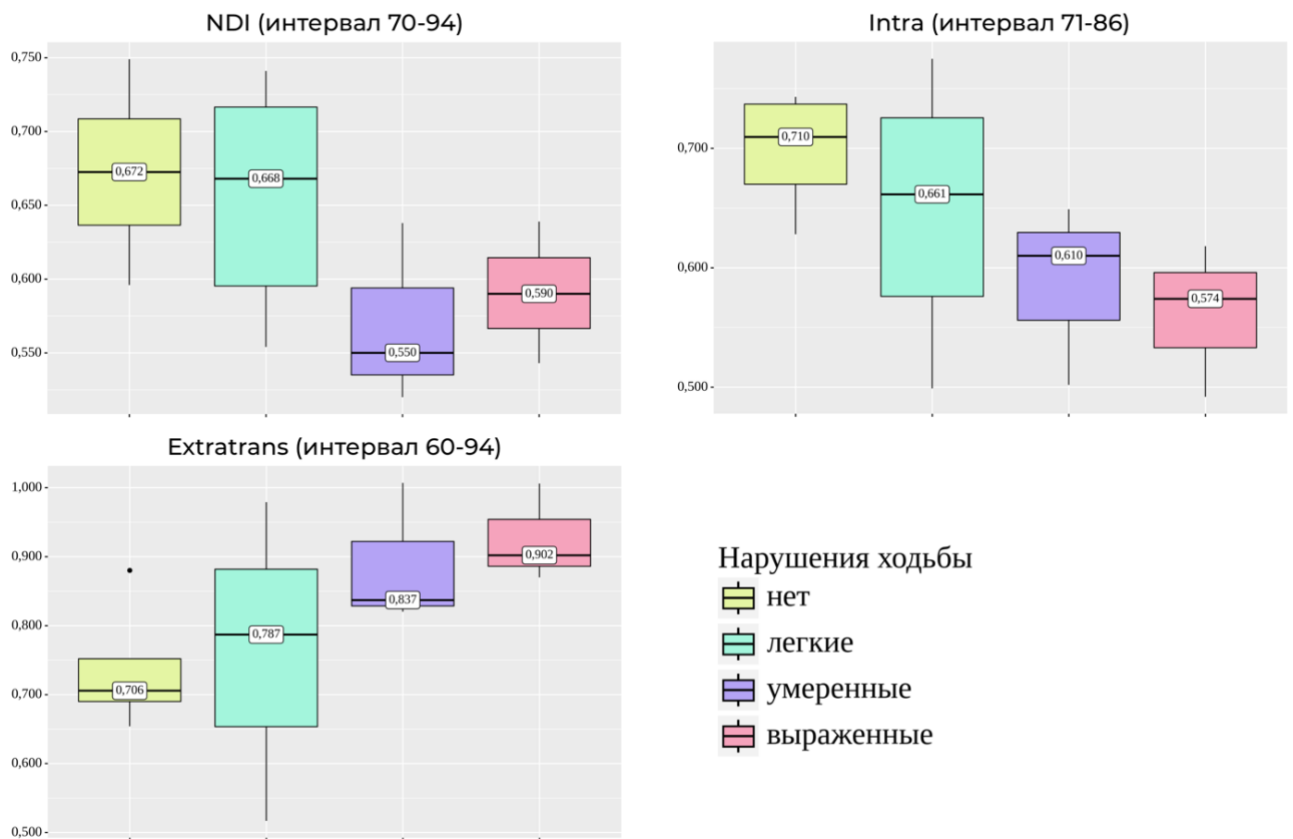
Пример некоторых диффузионных метрик правого КСТ, которые не показали статистически значимых различий, но имели тенденцию к нарастанию выраженности изменений с увеличением степени нарушений ходьбы.
